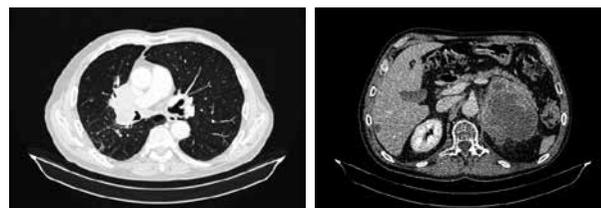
МСКТ от 21.07.2021. Прогрессирование с увеличением опухоли в корне правого легкого, левом надпочечнике и появлением метастазов в печени
